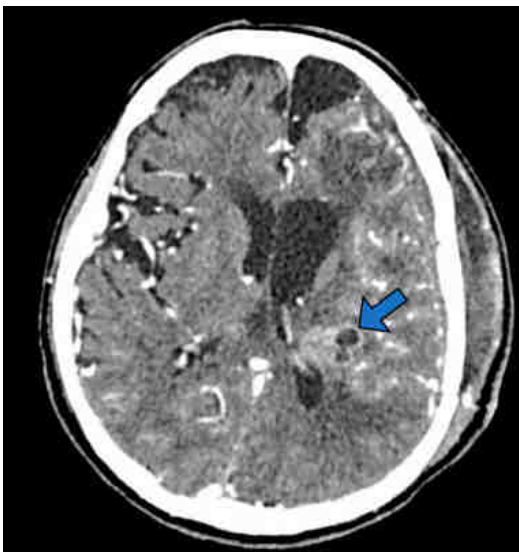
Tomografía computada de cráneo simple y contrastada, corte axial, posoperatoria inmediata. Residual (flecha).
